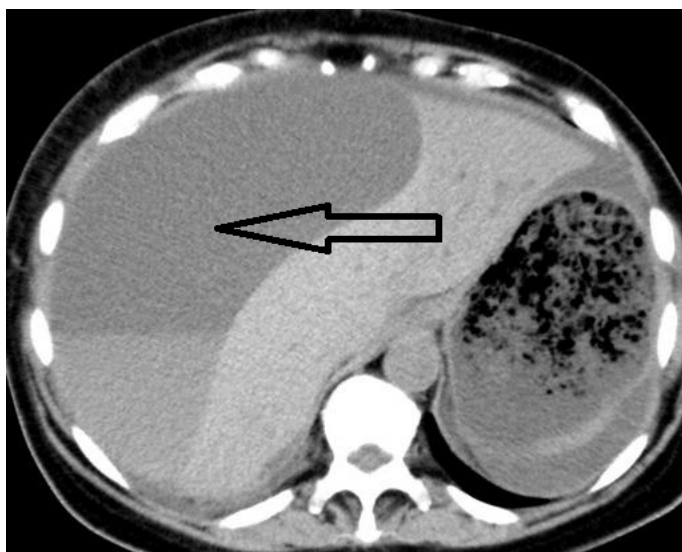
Комп'ютерна томограма: велика підкапсульна гематома печінки
